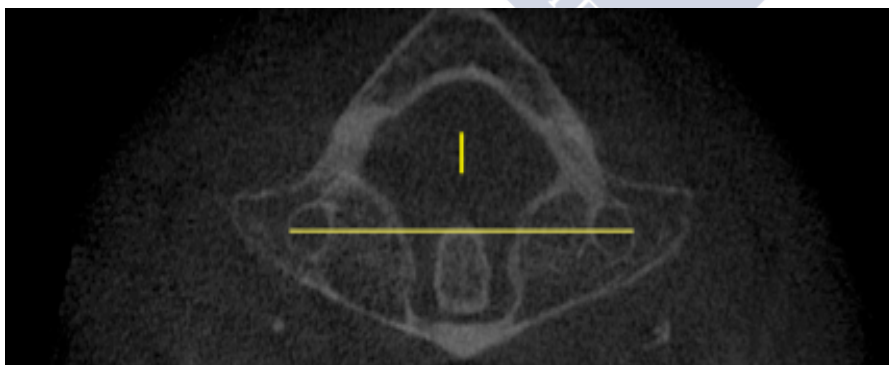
Medición de I, interforaminal en la primera vértebra cervical en imagen TC.
